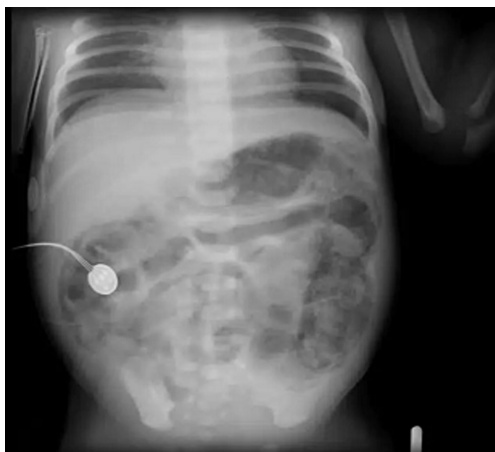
Рентгенограма черевної порожнини у недоношеного новонародженого на 9 добу життя, некротичний ентероколіт
